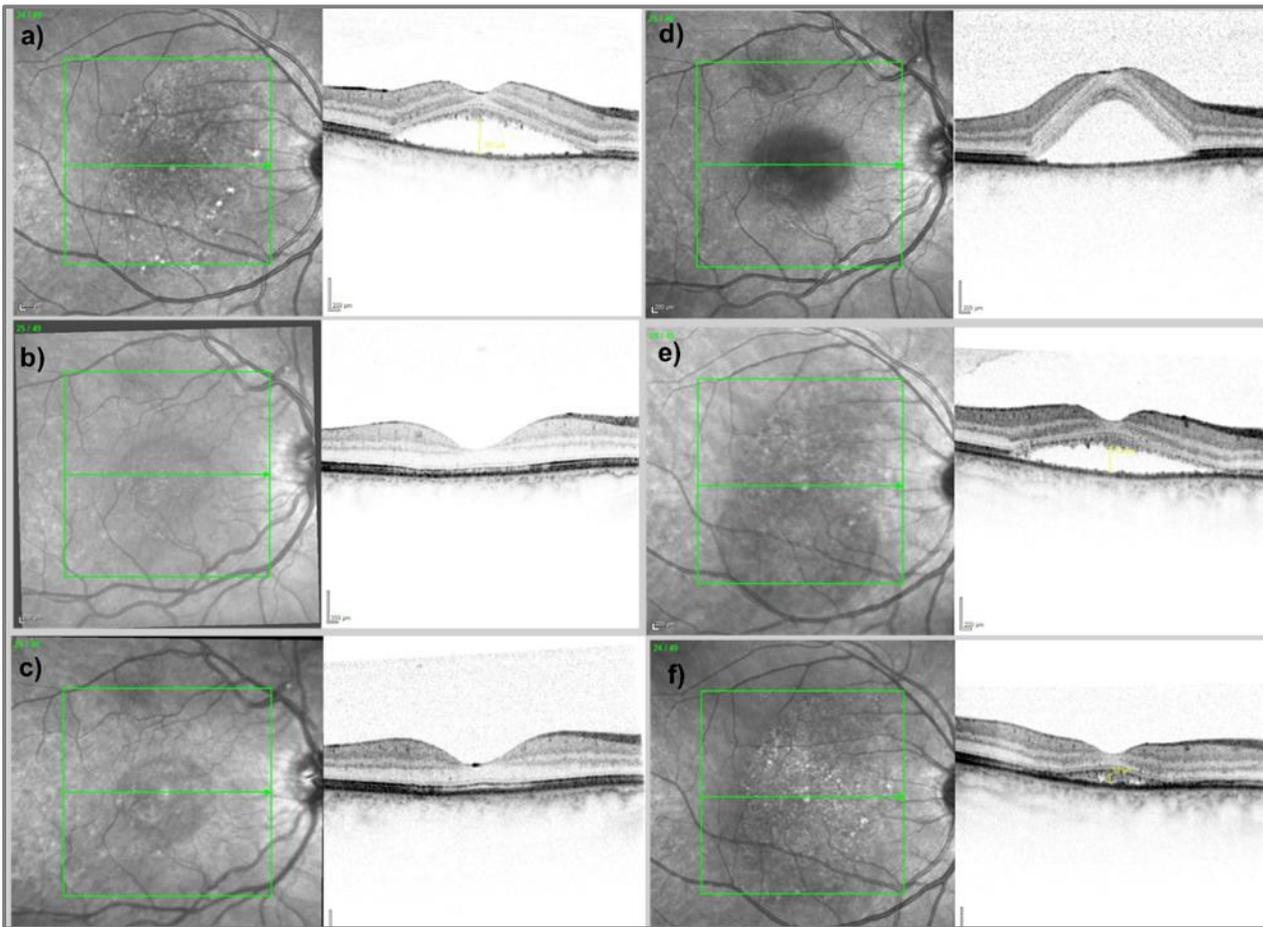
Optische Kohärenztomographie von zwei Beispielpatienten:
